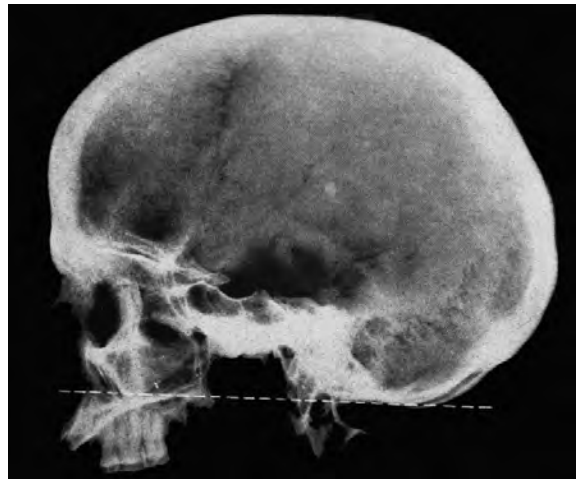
Radiografia lateral del crani 3-1, que mostra la platibasia i la impressió basilar, quan la relacionem amb el pla de Virchow.
